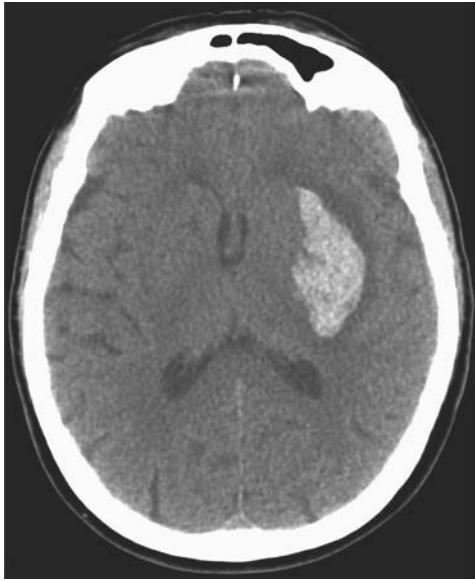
高血压性脑出血。轴位扫描非增强 CT 的基底节区层面:左侧壳核的出血,患者迅速进展为右侧肢体偏瘫
